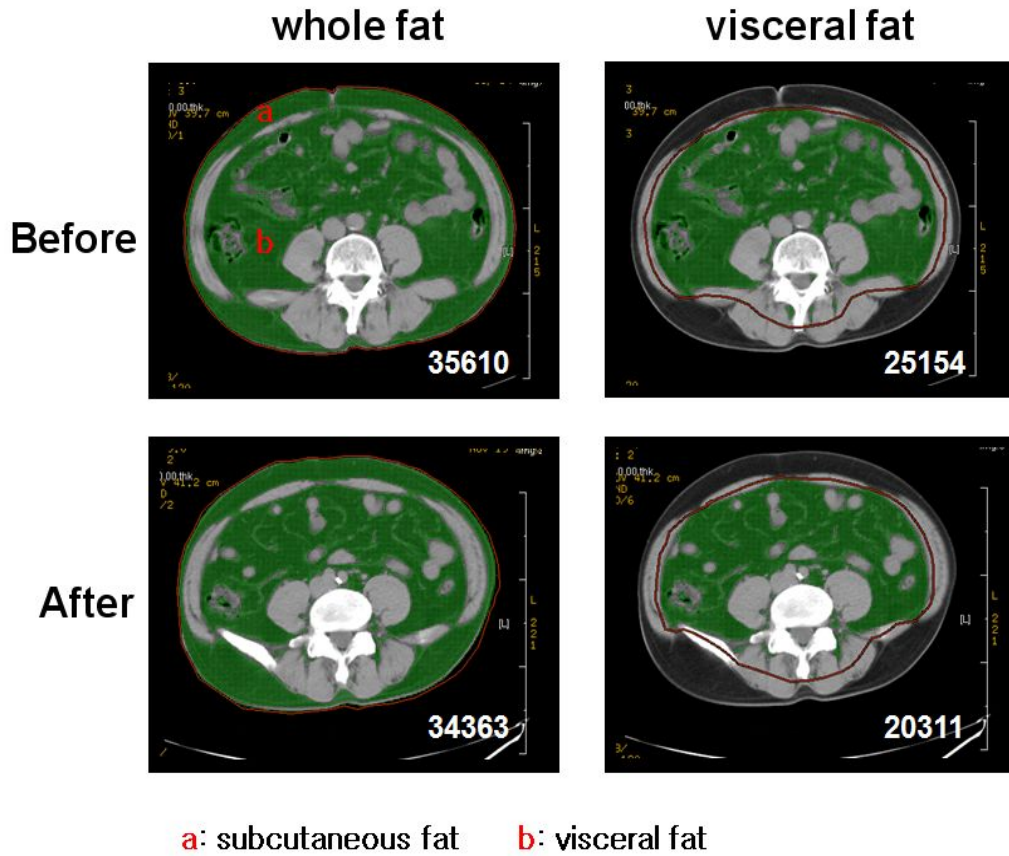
Before treatment with capsaicin and after treatment with capsaicin in abdominal CT image. This human was defined as abdominal obesity in profile(Table 2-M3). Abdominal CT images of whole and visceral fat were showed that fat area was significantly reduced after treatment with capsaicin compared to before treatment with capsaicin. But whole fat was displayed that subcutaneous fat area was made no difference before and after treatment with capsaicin.
